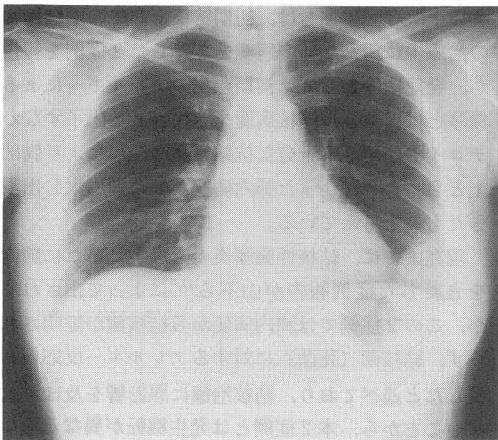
a 肺内陰影出現時の胸部X線正面像 (症例2)
